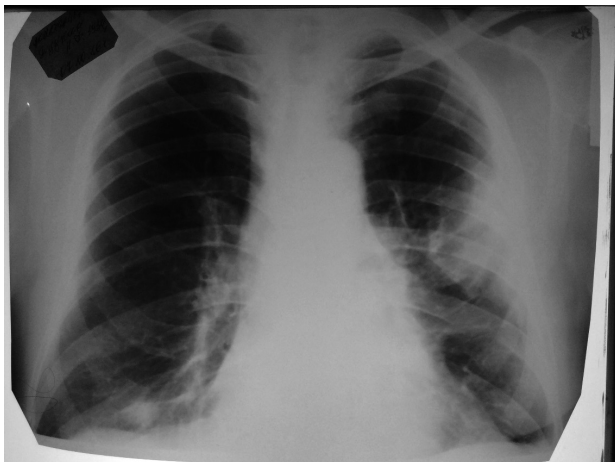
Пряма рентгенограма (а) та томограма (б) легенів хворого Д. при зверненні 07.10.2016 р.
